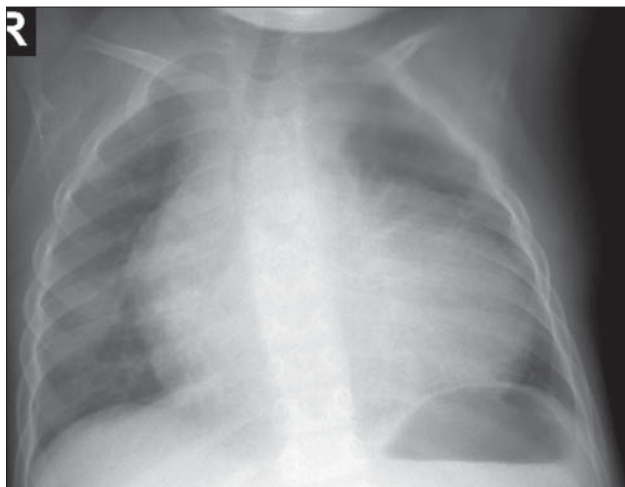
Trunchi arterial comun. Radiografie toracică AP. Hiperemie. Cord global mărit.
